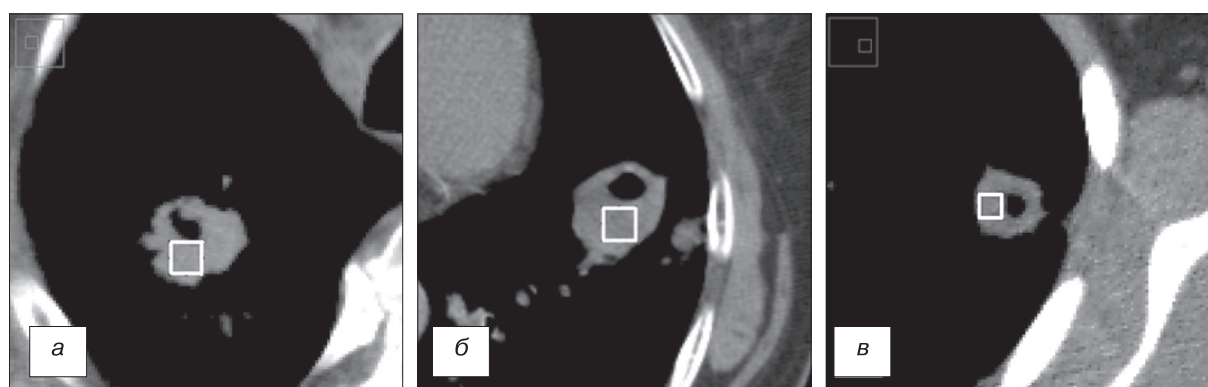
Проведение прямой выборки с исключением участков деструкции в выделенных зонах интереса значений пикселей. Компьютерные томограммы органов грудной клетки.
